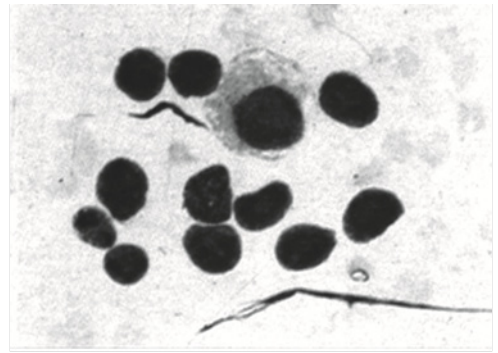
Citograma biopsatului obținut prin puncție sub control ecografic intraoperatoriu în caz de cancer pancreatic
